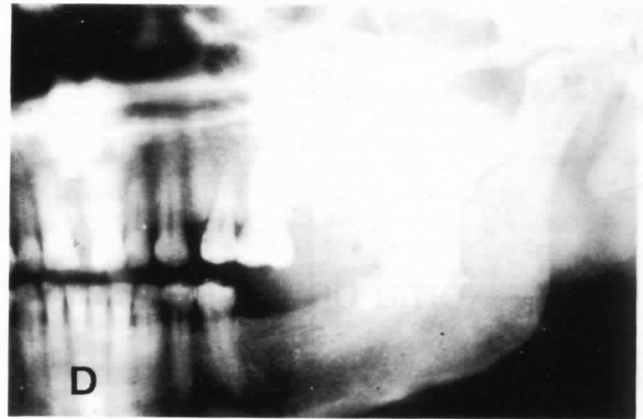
Detalle de la ortopantomografía efectuada en 1980 al ingresar en nuestro centro.
